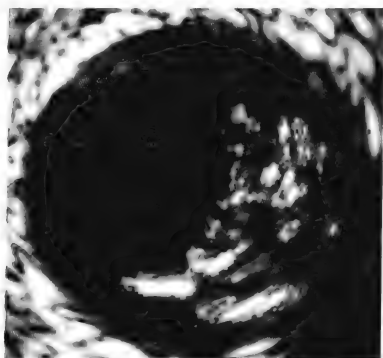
易损斑块的IVUS-VH重建图像。IVUS-VH, 血管内超声-虚拟组织学成像。
